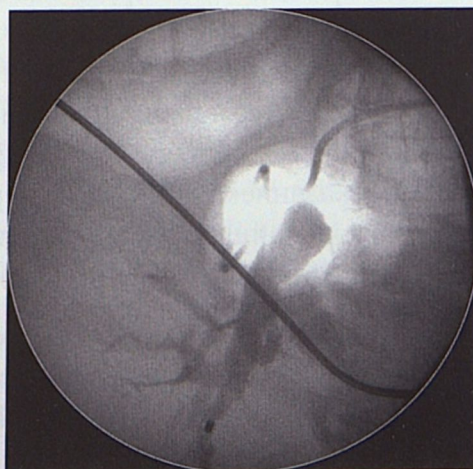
Рентгеноскопическое изображение назобилиарного дренажа, установленного в расширенные желчные протоки. На рентгенограмме виден уровень блока общего желчного протока
